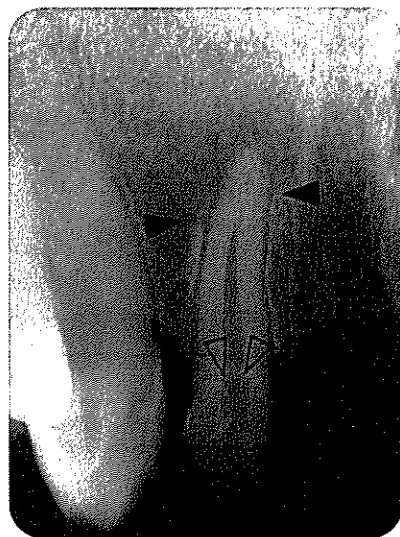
치내치(흰색 화살머리)가 관찰되는 #12치아의 치근단 부위에 방사선투과성 병소가 있으나 경계가 불명확하여 쉽게 관찰되지 않으나 치조백선의 불연속성을(검은색 화살머리) 보면 알 수 있다.
